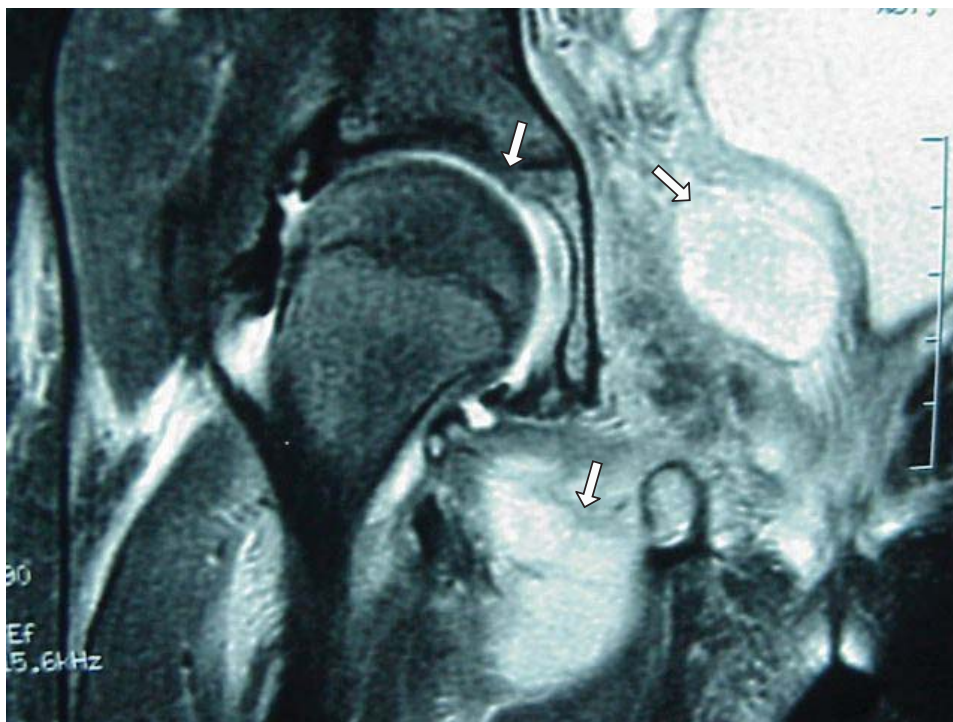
Ressonância magnética do quadril direito (Caso 1), mostrando pequeno derrame articular e múltiplas coleções na pelve e quadril direitos.
